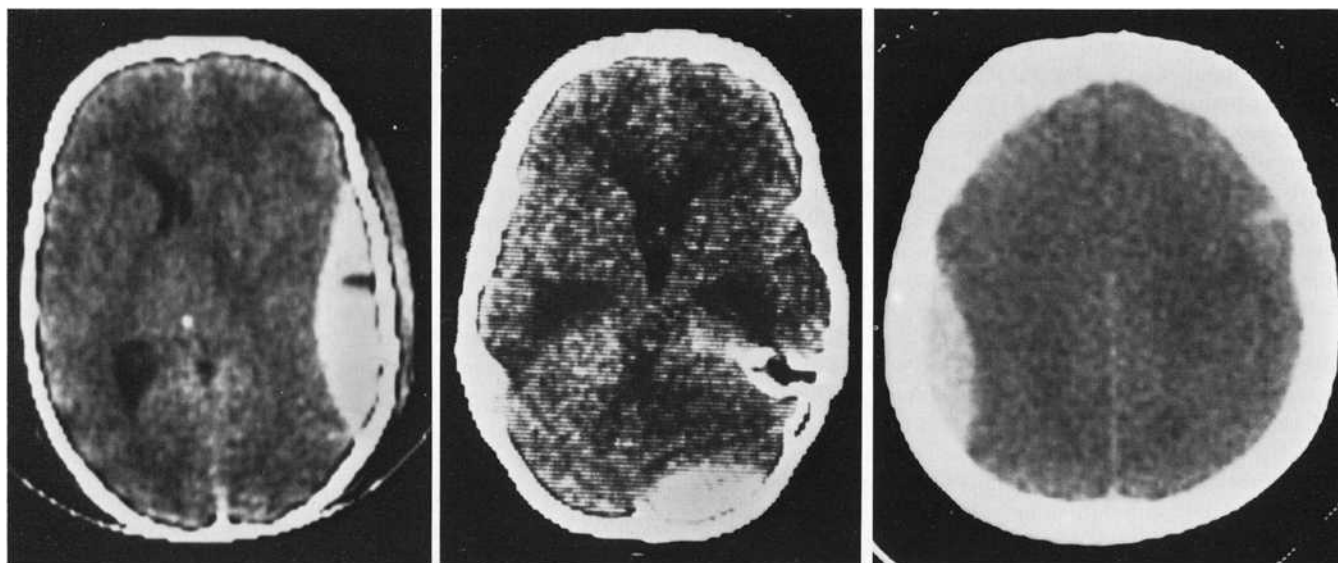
Links. Großes EDH rechts temporal mit klassischem Verlauf. Präoperativ tief bewußtlos; rechts weite, lichtstarre Pupille. Mitte. Atypisch gelegenes EDH über der hinteren Schädelgrube suboccipital. Späte klin. Manifestation, überlebte mit Residuen. Rechts. Neurologisch noch vollständig asymptomatisches EDH links temporo-parietal, computertomograph. „Zufalls“-Befund nach Reitunfall
